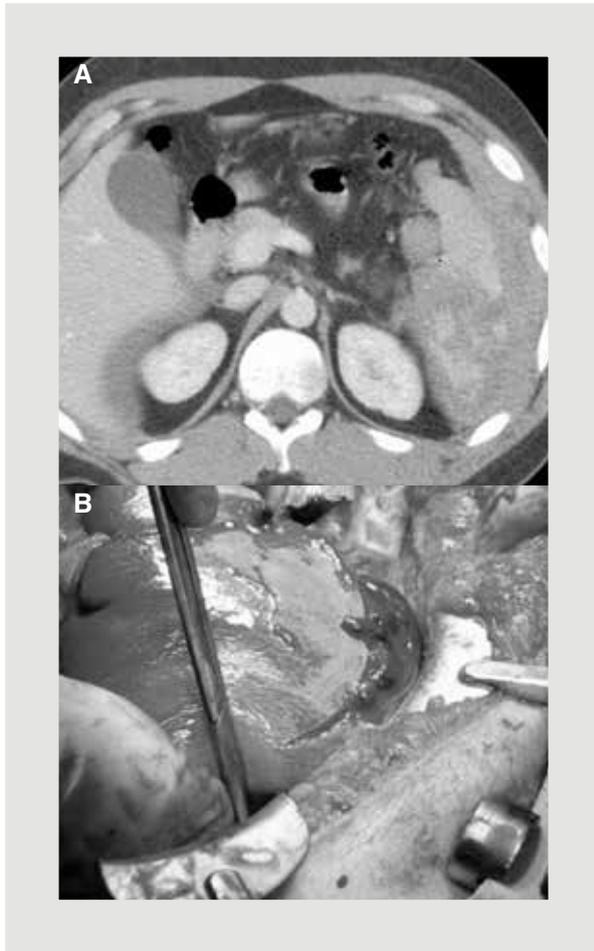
A: Paciente politraumatizado con trauma contuso toracoabdominopélvico al que se le realiza estudio de tomografía computada con medio de contraste intravenoso que demuestra hematoma periesplénico, disrupción capsular y laceración parenquimatosa esplénica; B: Paciente politraumatizado con trauma contuso toracoabdominopélvico que demuestra correlación de la tomografía computada con medio de contraste intravenoso con los hallazgos quirúrgicos con hematoma periesplénico, disrupción capsular y laceración parenquimatosa esplénica que afecta al hilio, grado IVa.
